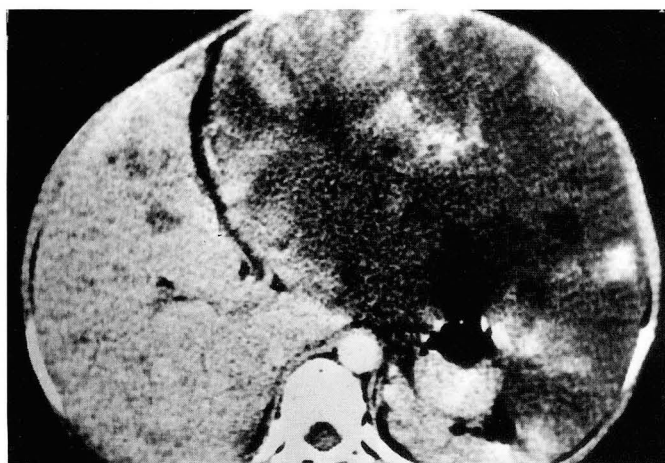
Follow-up multiple phase bolus dynamic CT obtained 54 months later.
